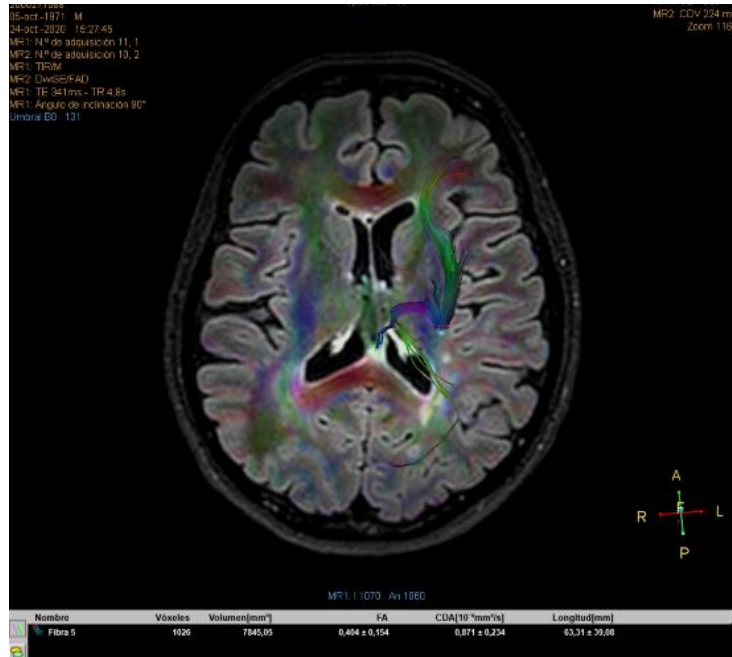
Imagen de resonancia magnética con fusión de DTI y FLAIR, en corte axial, con medición de sustancia blanca periplaca con una FA de  $0.404 \pm 0.154$ .
